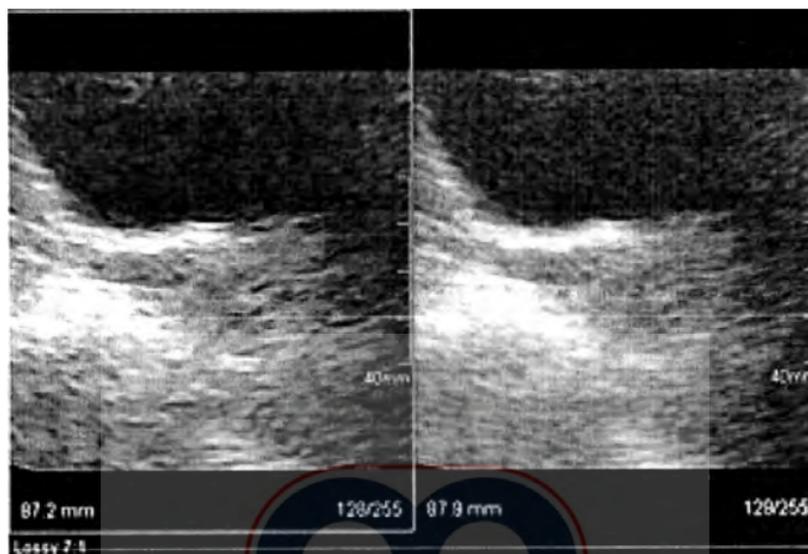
Ovario según es observado con la sono RM.
